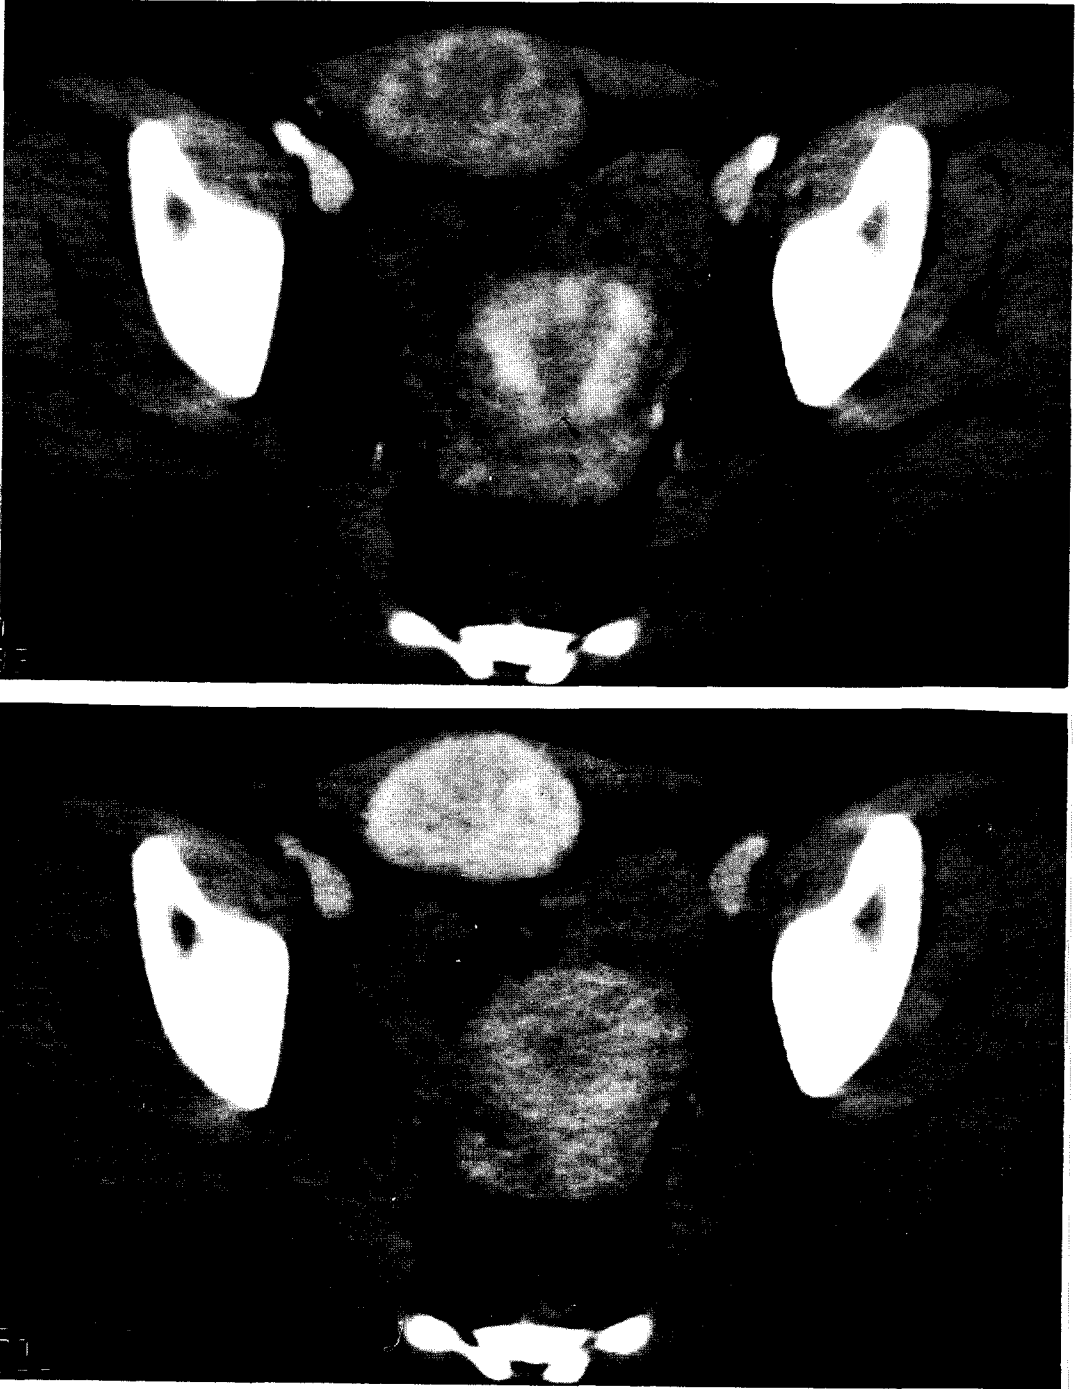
A 29-year-old female with desmoid tumor, confirmed by ultrasonography-guided biopsy.
